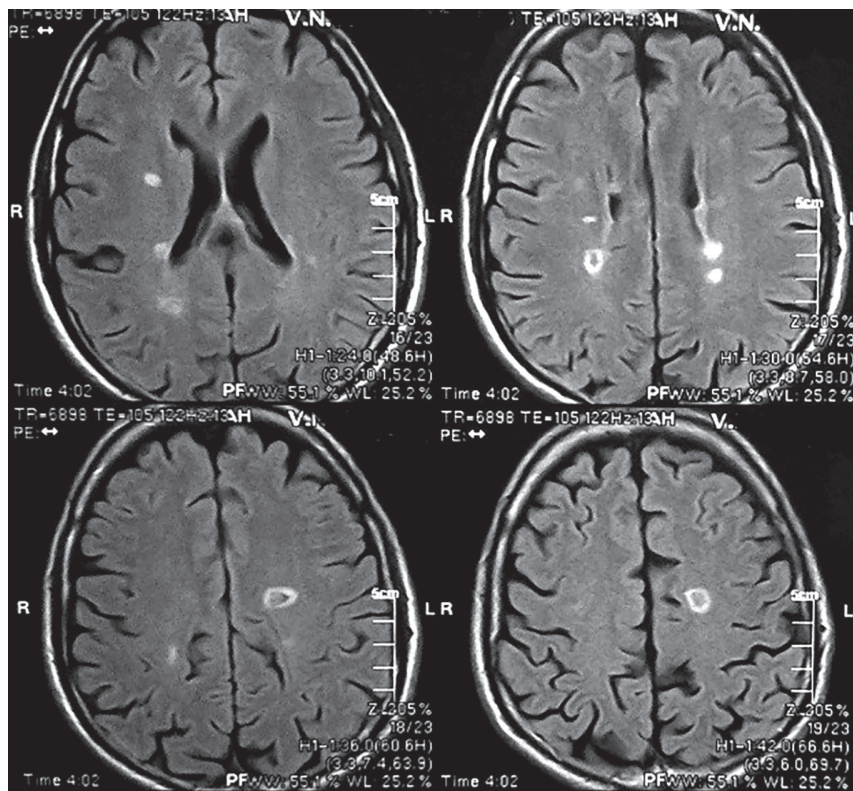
МРТ головного мозга пациентки Ю. 17 лет. T1-ВИ. ВПРС. Различные варианты накопления КС в очагах демиелинизации (диффузное, в виде кольца, полукольца) (наблюдение Е.Ю.Скрипченко).
